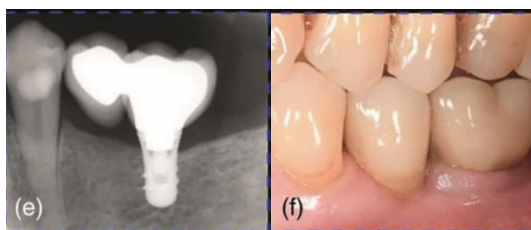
Implant + bridge cantilever, radiographie et situation clinique après 5 ans de suivi (Thoma et coll., 2021)
